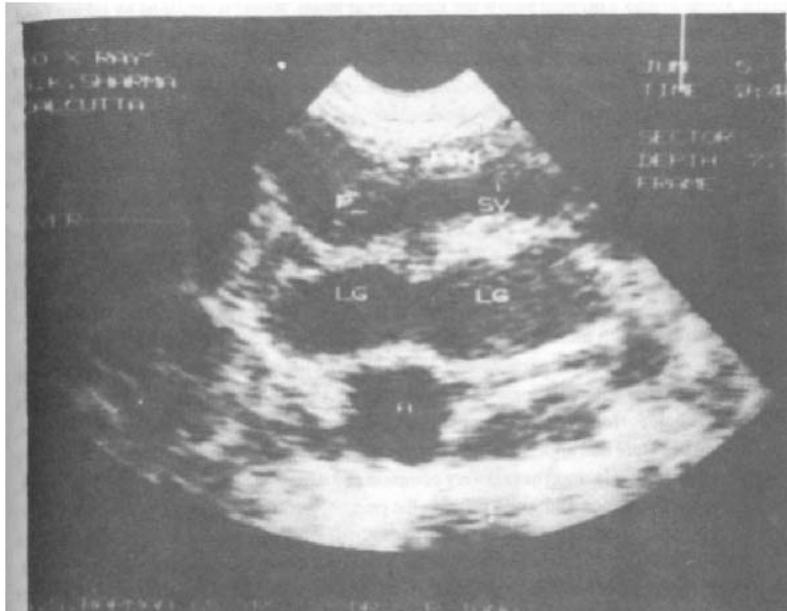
Ultrasonography of the abdomen showing enlarged metastatic lymph nodes in front of the aorta (involving pre- and para-aortic groups of lymph nodes).
